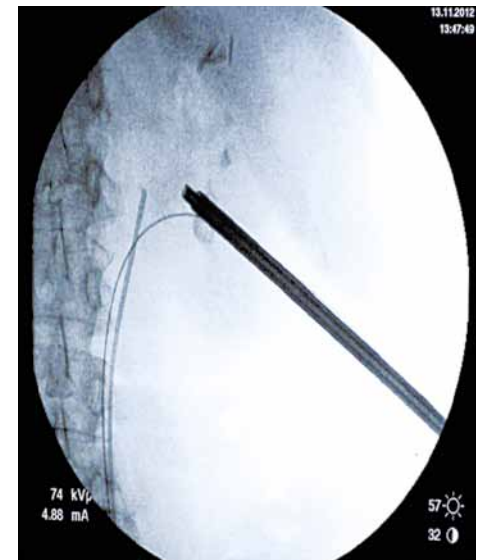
Рентгенологическая картина установленного в предварительно контрастированную чашечно-лоханочную систему тубуса инструмента
